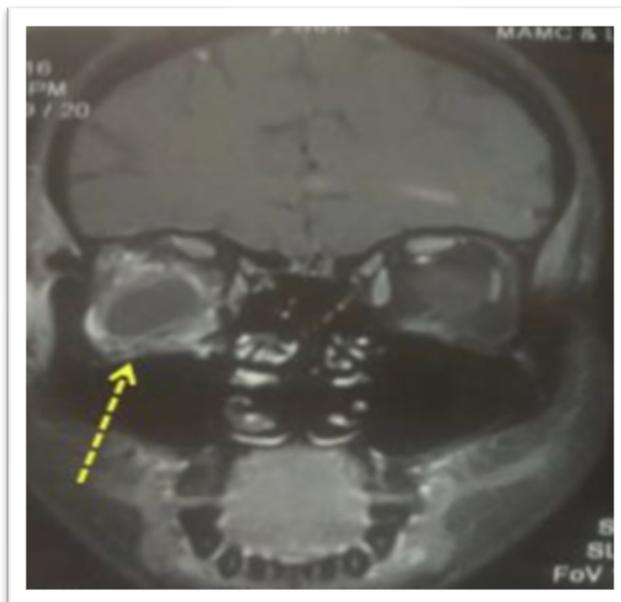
imagem com a ressonância magnética (RMN), imagem retirada Arora N, Juneja R, Meher R. Complication of an Odontogenic Infection to an Orbital Abscess: The Role of a Medical Fraudster (“Quack”). Vol. 30, Iranian Journal of Otorhinolaryngology. 2018.
